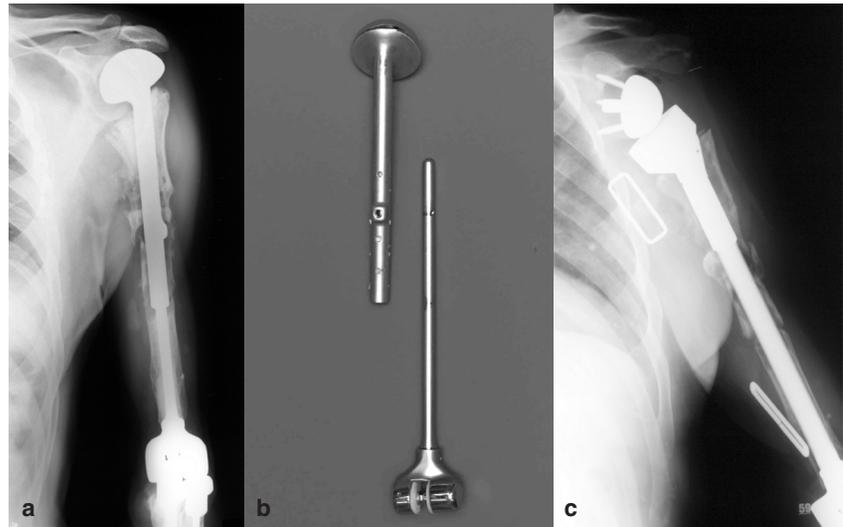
Gelockerter, kranial dezentrierter TOHUM bei rheumatoider Arthritis; b: explantierte Prothese; c: postoperatives Röntgenbild: custom-made TOHUM (Fa. W.Link) mit inverser Schulterkomponente (Fa. DePuy).
